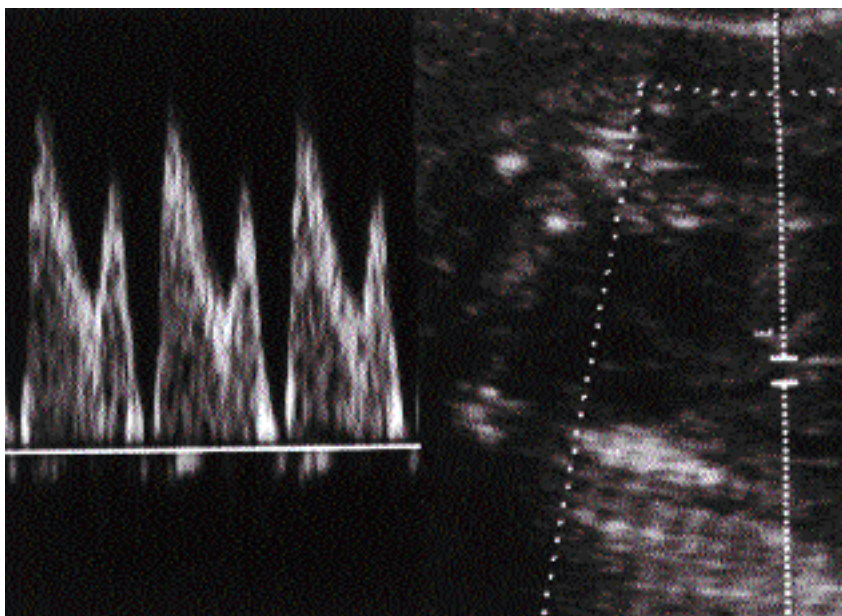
Ductus venosus : doppler pathologique.
